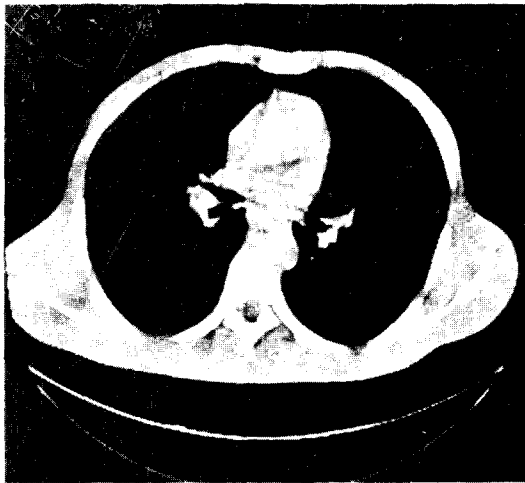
Computed tomogram of chest;
